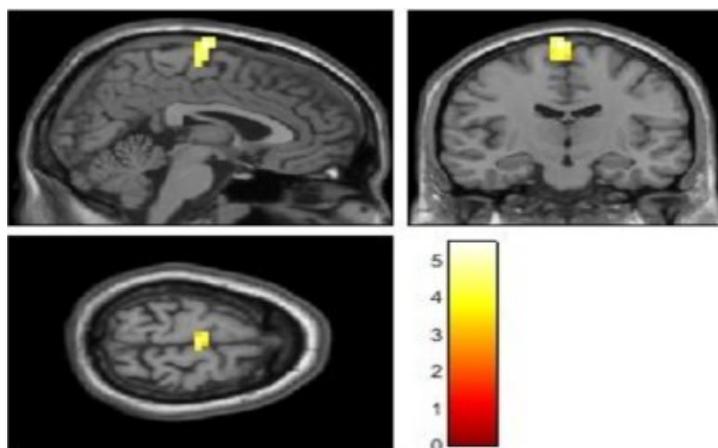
Image illustrant le résultat d'une IRM f pré op en émotion neutre
